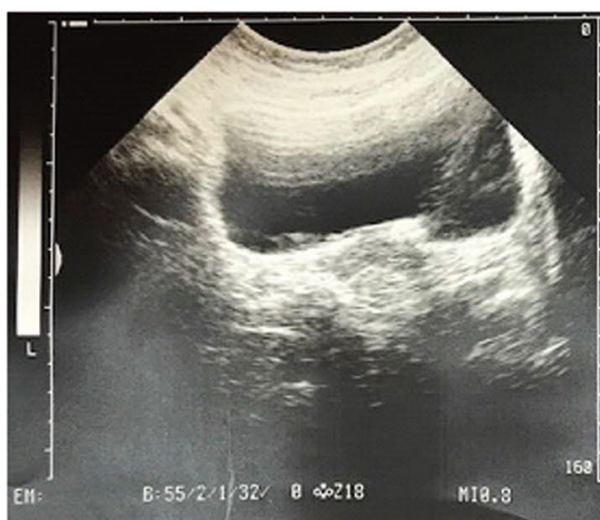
УЗИ мочевого пузыря: камень в интрамуральном отделе правого мочеточника. В сагиттальной плоскости вблизи устья мочеточника визуализируются два гиперэхогенных образования.
